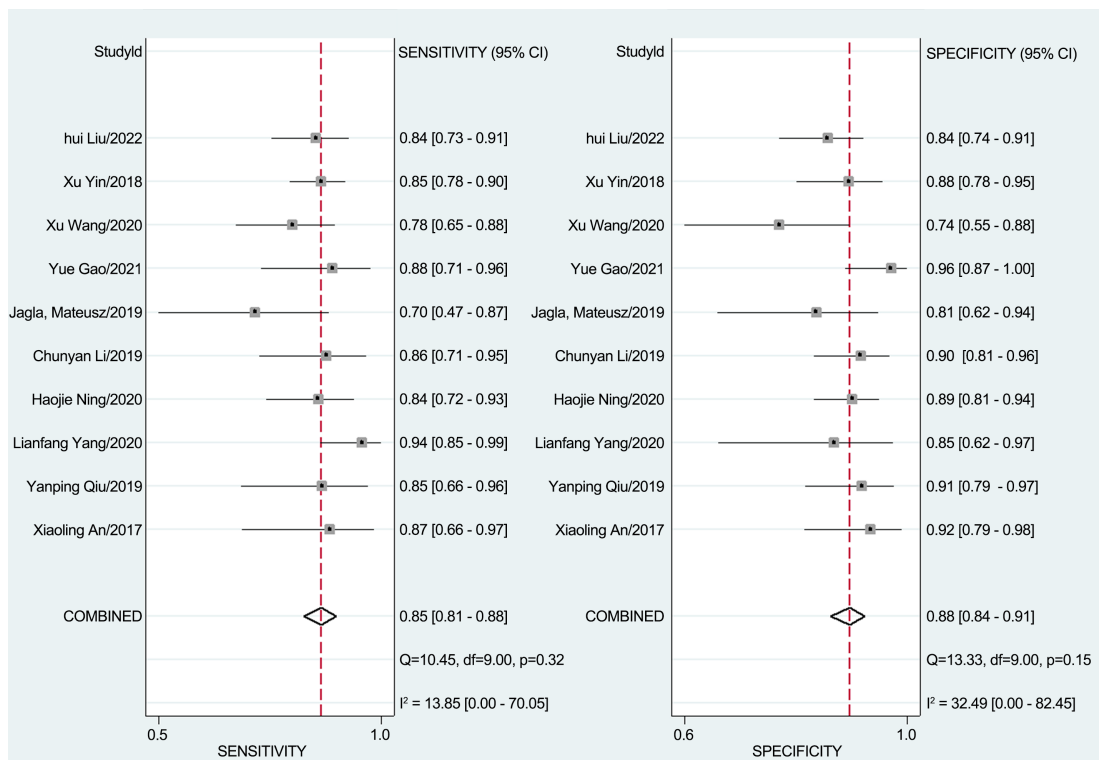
Conventional X-ray: Forest Map
